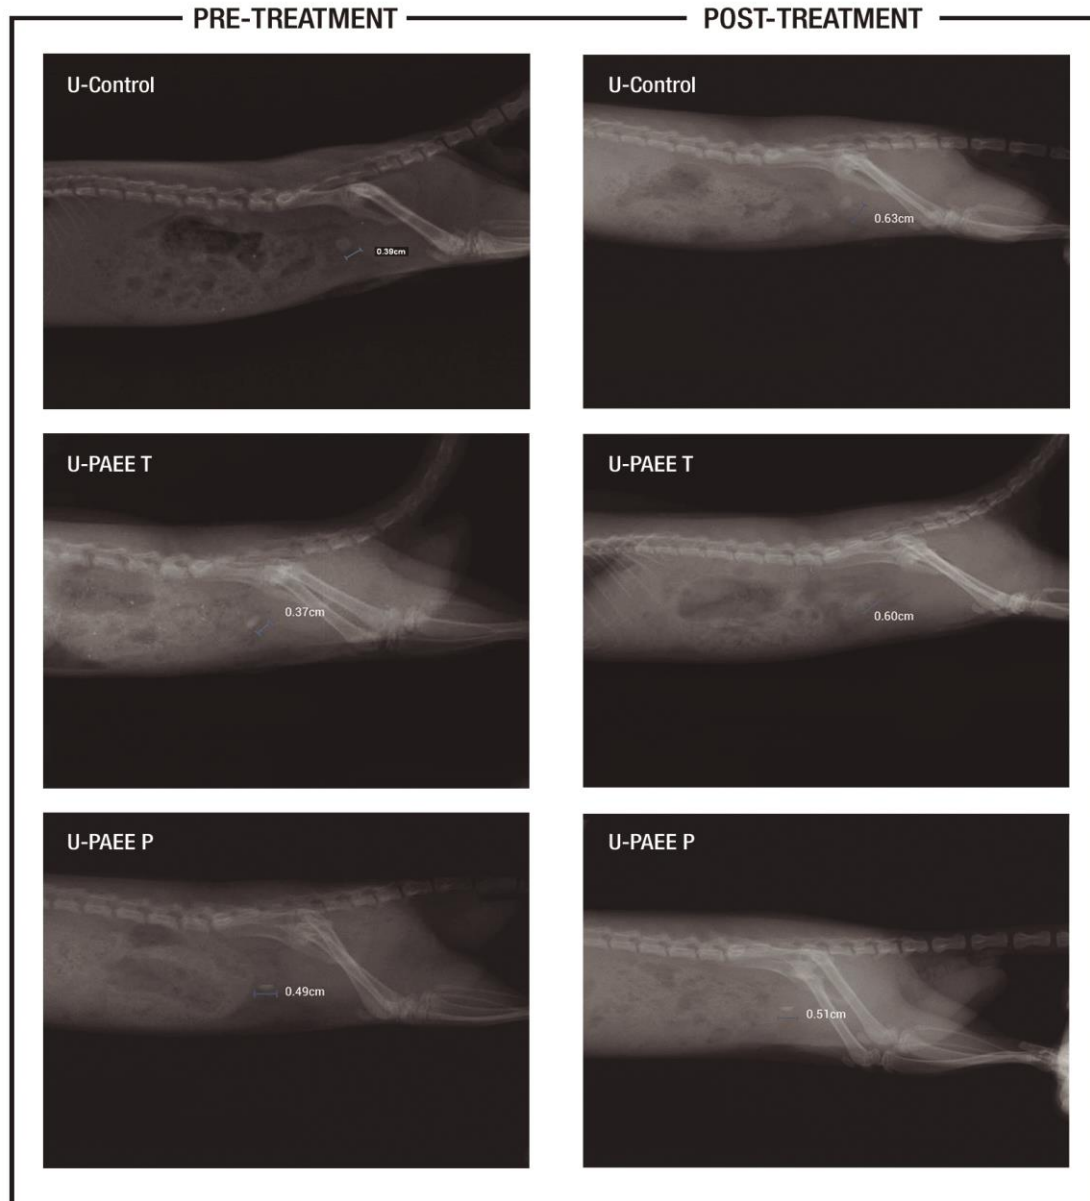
X-Ray Images of laterolateral of abdominal cavity – comparison of the size of the pills between the beginning and end of the experiment.
